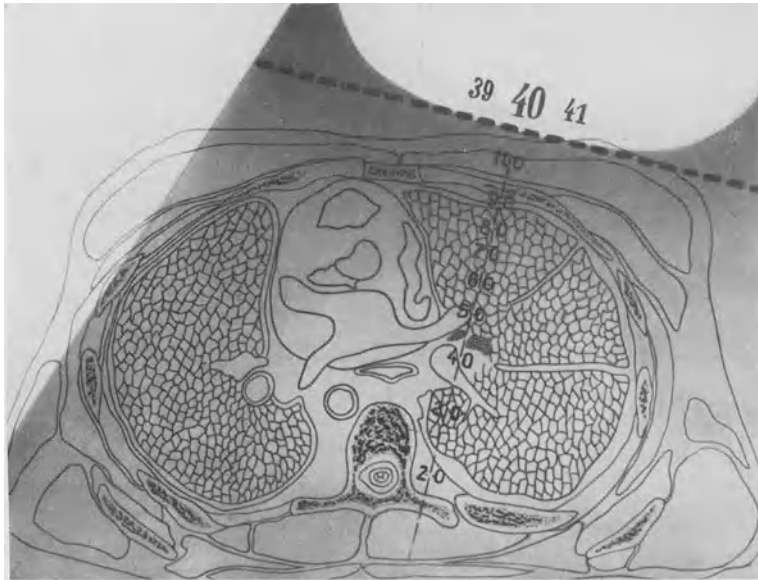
Das früher übliche frontal angreifende Großfeld führt zu einer Dosenverteilung, die die Brustorgane unnötig mit hohen Röntgendosen belastet und wegen der großen Raumdosis die elective Strahlenwirkung aufheben kann.
